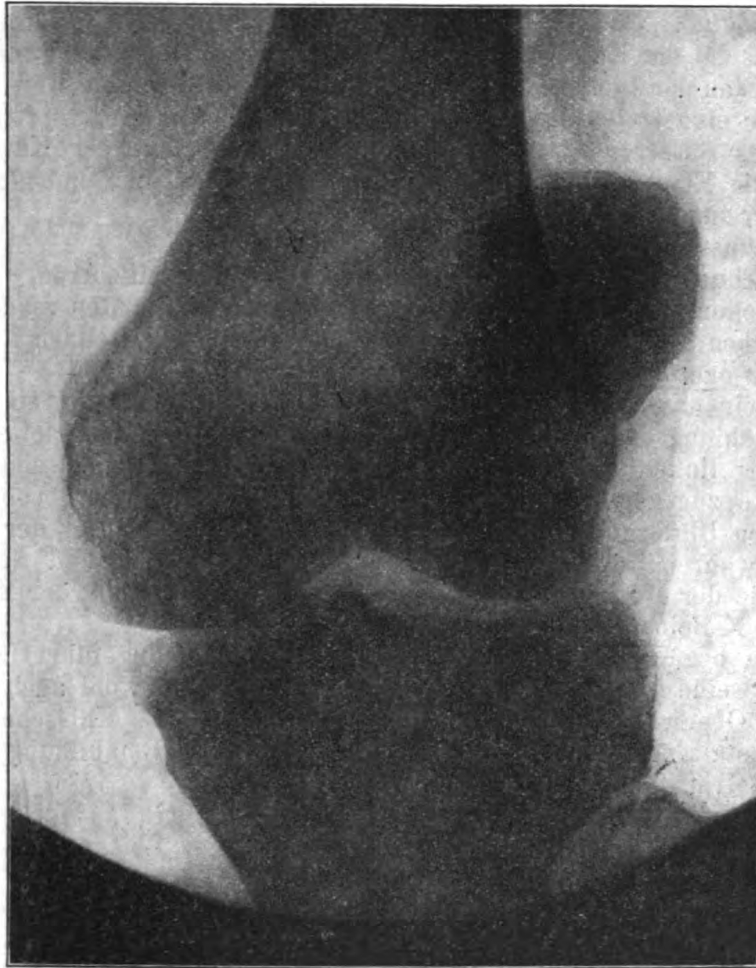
Röntgenbild bei ausgelenkter Kniescheibe.
